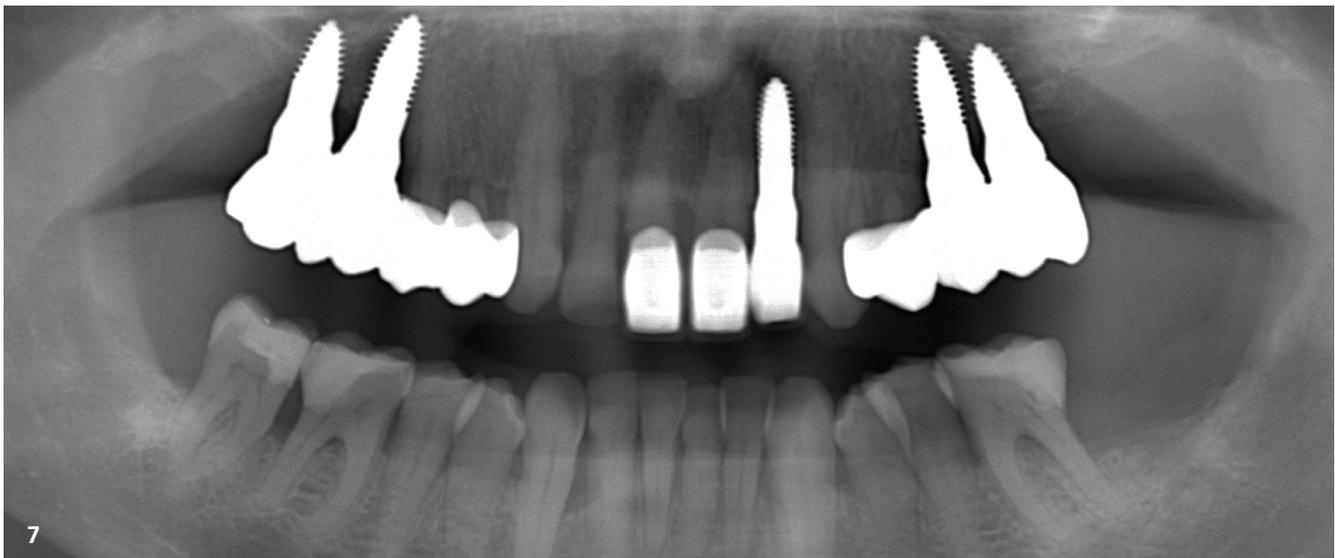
Röntgenbild mit Zahnersatz.
